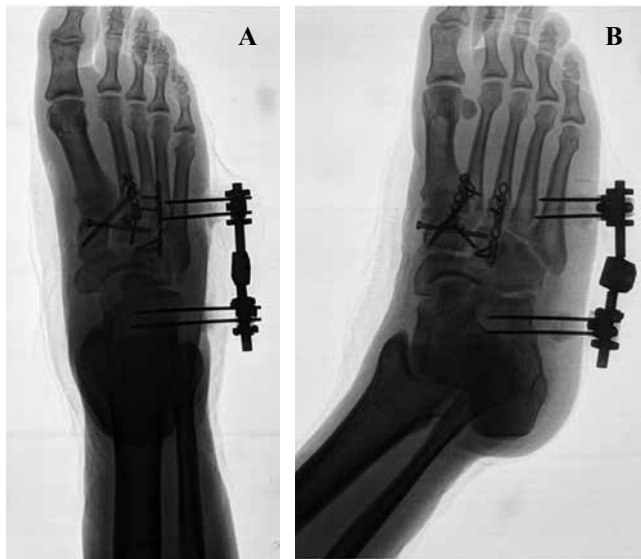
Radiografía de pie postquirúrgica. A) Anteroposterior, muestra fijación con tornillos canulados rosca parcial intercuneiforme y tornillo de Lisfranc. B) Radiografía oblicua con placa fijando columna intermedia: metatarso-cuneiforme. Fijador externo en columna lateral del pie.
